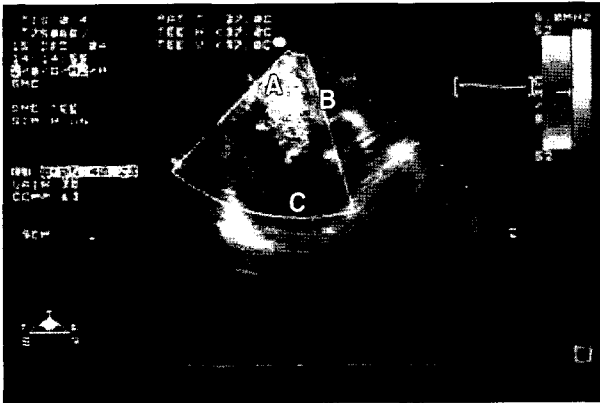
Intraoperative transesophageal echocardiography. The fistula drains into posterolateral wall of left ventricle, just below mitral valve. The defect of fistula looks like a pouch. (A) the opening of coronary fistula to left ventricle, (B) mitral valve, (C) left ventricle.
